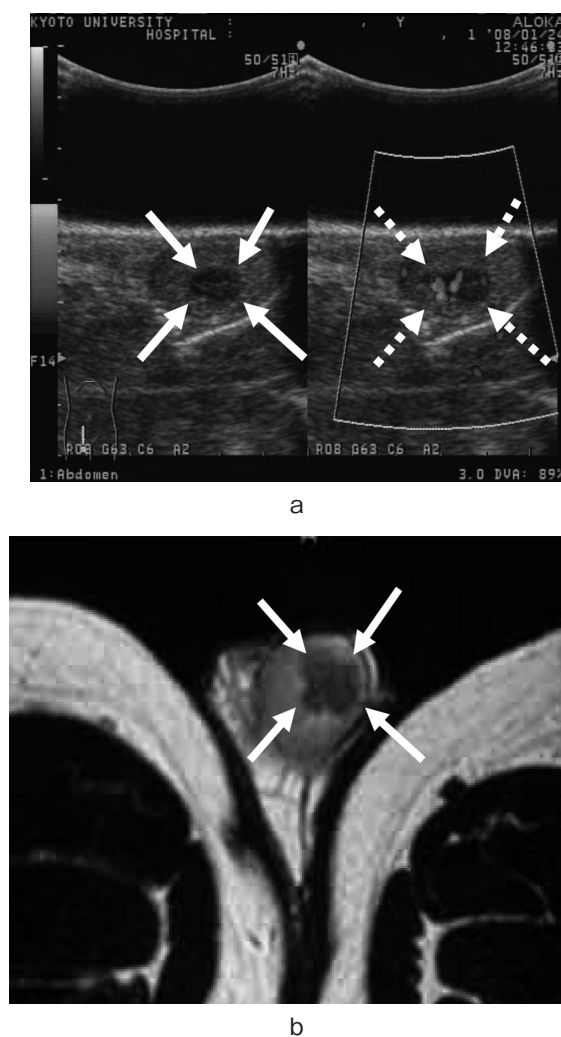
a: Ultrasound reveals a right testicular tumor (arrow), blood flow can be seen in the tumor (broken arrow). b: MRI T2-weighted imaging reveals a lobulated tumor (10 × 7 mm) in the right testis (arrow).
